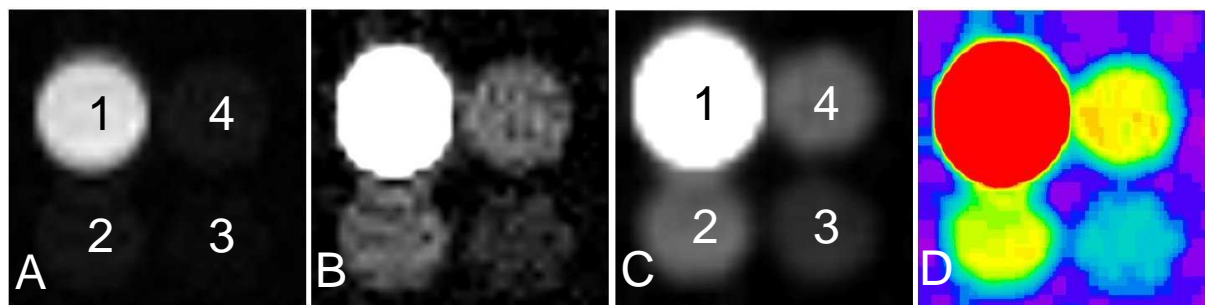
МРТ изображения перфтордекалина (1) и эмульсии, содержащей перфторан (2-4) при разных вариантах графической обработки. TR/TE=300/5.1 мс, FOV= 64x64мм, N=32, (10 мин).
